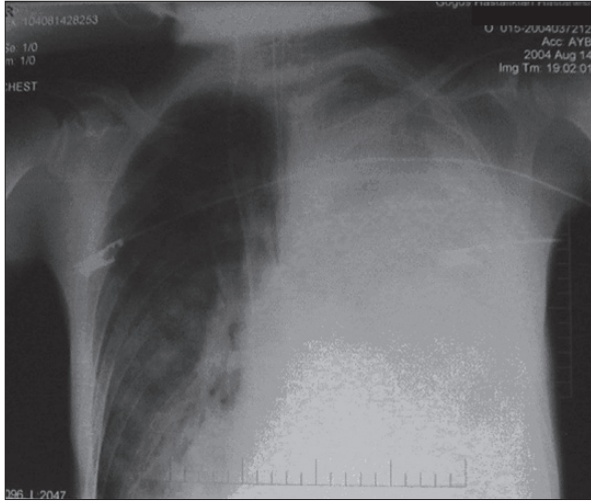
Başvurudan yaklaşık 30 saat sonraki PA akciğer grafisi
